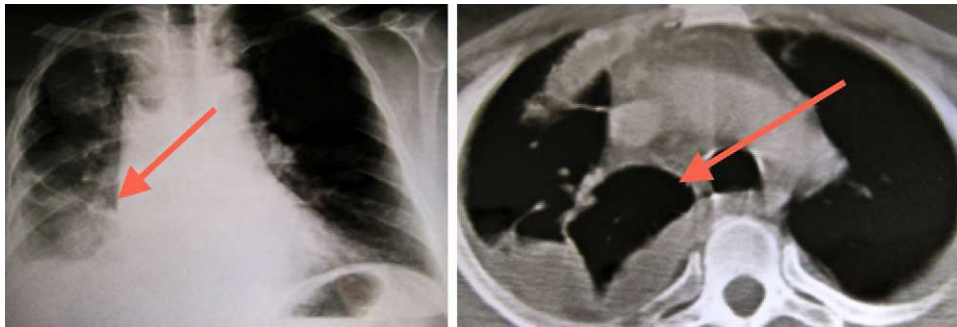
Radiografía de tórax (izquierda) y TC torácica (derecha) con infiltrado en la base pulmonar derecha y derrame pleural en el mismo lado.
